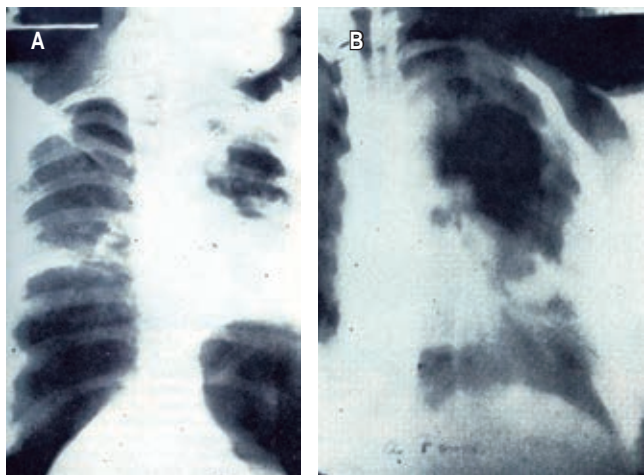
Imágenes originales del artículo publicado en *NCT* en 1945 «Utilidad clínica de la planigrafía en la tuberculosis pulmonar» de Aradio Lozano;⁵ corresponden a una imagen dudosa de caverna en lóbulo superior izquierdo en una radiografía con neumoperitoneo (A) y una planigrafía o tomografía lineal (B) que precisa la forma y dimensiones de la caverna.
